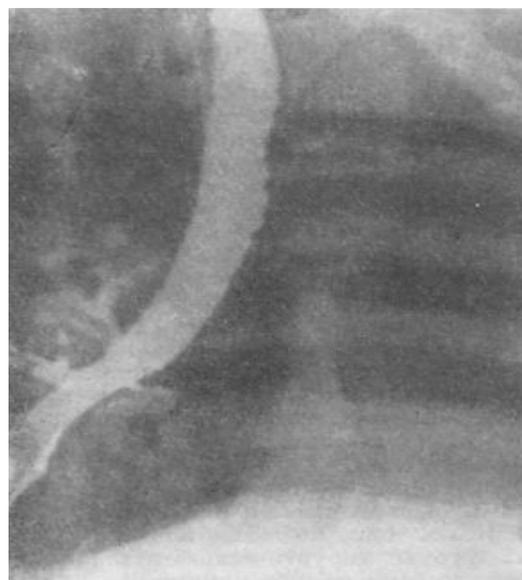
Агенезия легкого, томограмма с контрастированием.
